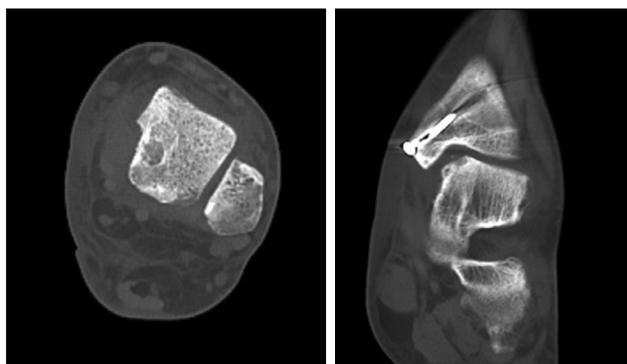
Пациент Б., 36 лет, результат лечения через 6 месяцев после операции. КТ-исследование: прослеживается пара структурированных ауто-трансплантатов без признаков лизиса или нестабильности.
